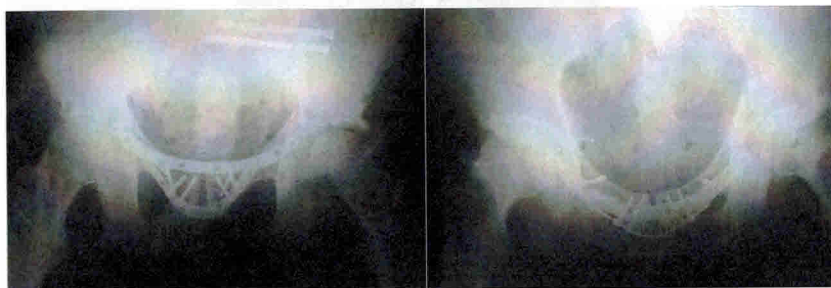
Рентгенограммы в прямой и каудальной проекции
